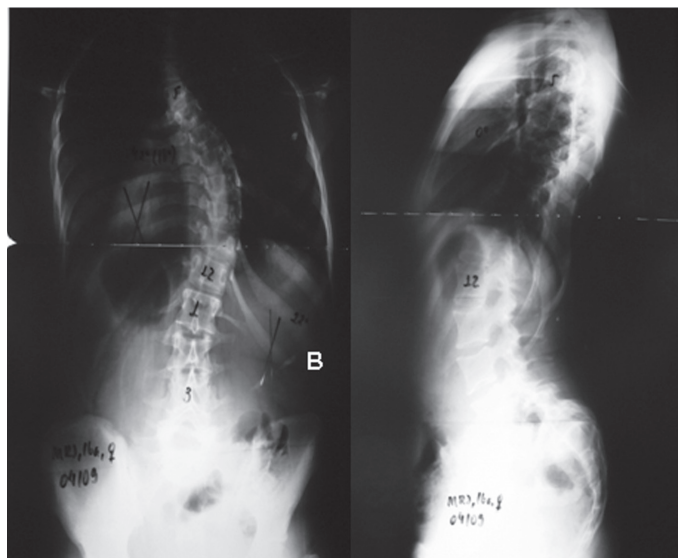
Radiografias da paciente da Figura 2. Imagem no plano frontal (A), plano sagital (B).
